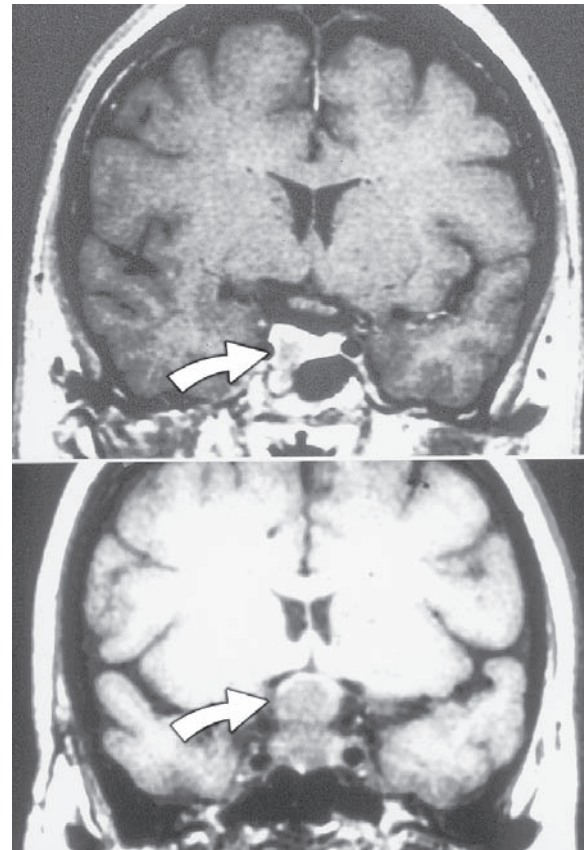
Tumores hipofisarios. Figura superior: MRI de secuencia T1 coronal resaltada. Un microadenoma se observa como un nódulo hipointenso (flecha) dentro de la hipófisis con señal normal. El quiasma óptico se ve justo por arriba de la glándula. Figura inferior: MRI no contrastada. Macroadenoma (flecha) que comprime el quiasma óptico.
